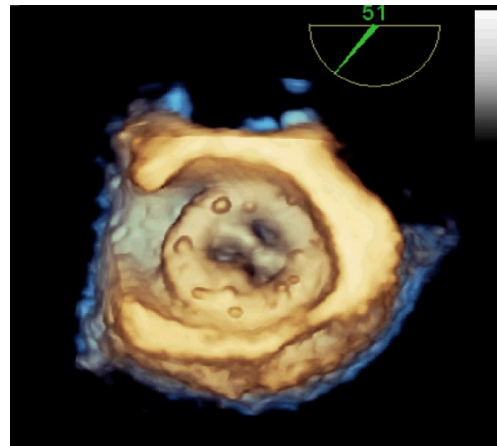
Ecocardiografie transezofagiană tridimensională: proteză mecanică mitrală, cu 2 în poziție deschisă, vedere dinspre AS, aspect de normal. AS – atriu stâng, AD – atriu drept
